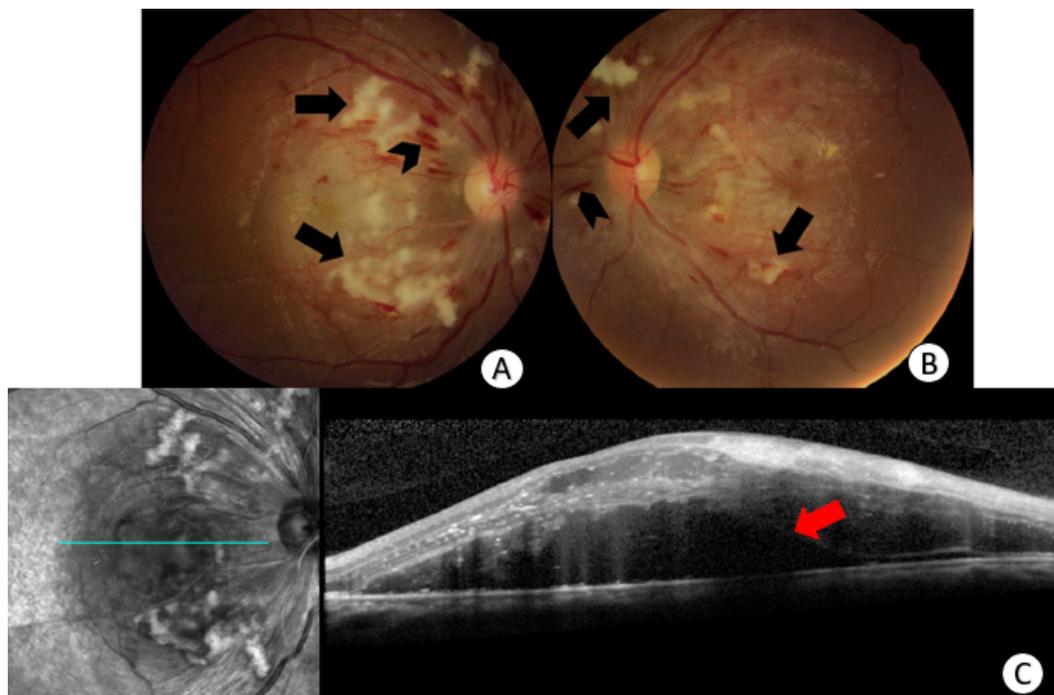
Retinopatia hipertensiva grau III: As retinografias (A, B) ilustram um quadro bilateral de múltiplas hemorragias (cabeça de seta) e manchas algodoadosas (setas pretas), em um paciente jovem com níveis agudos elevados de pressão arterial. A tomografia de coerência óptica (C) evidencia a presença de descolamento seroso de retina associado (seta vermelha).
